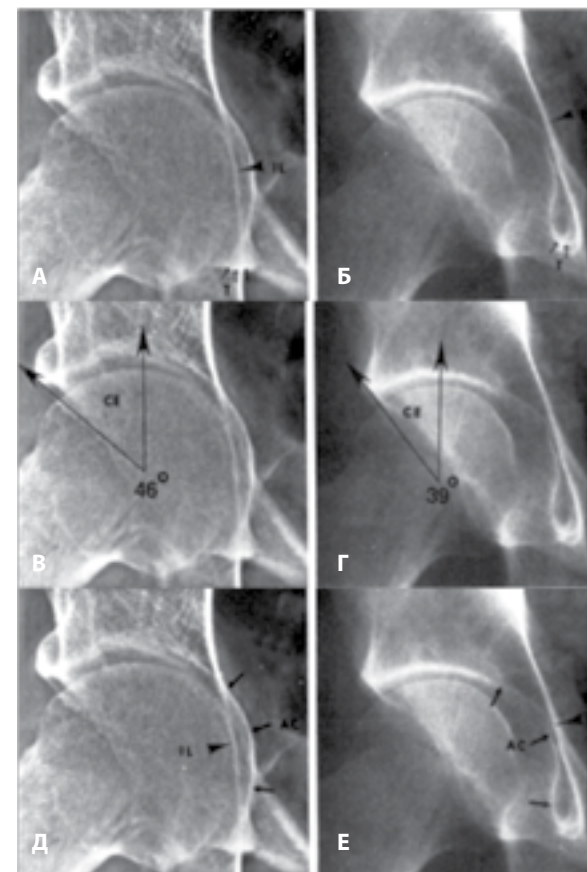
Диагностика протрузии вертлужной впадины:
